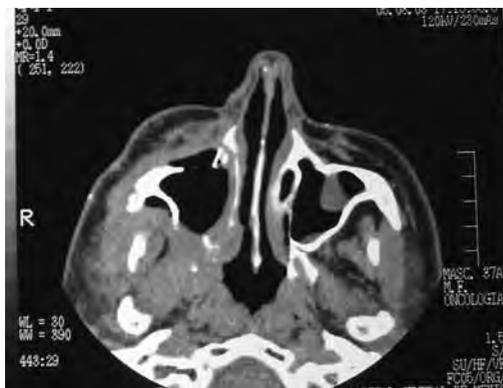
TAC. Sarcoma Antro Maxilar.
